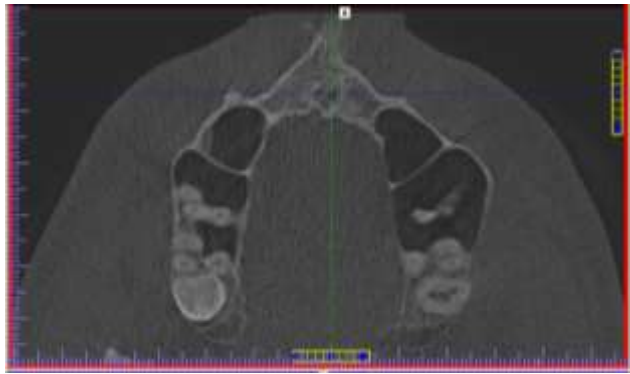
Фрагмент КТ-знімка із визначенням довжини носопіднебінного каналу.
